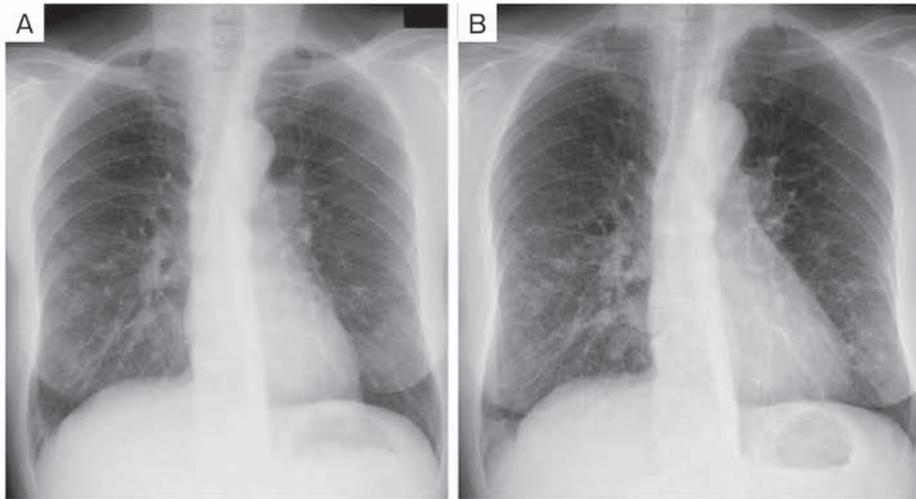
Chest X-ray findings. (A) At the first visit to our hospital four years earlier, chest X-ray showed ground-glass opacities and nodular shadows in both middle and lower lung fields. (B) Multiple nodular shadows had exacerbated before the time of consultation at Uonuma Kikan Hospital.
